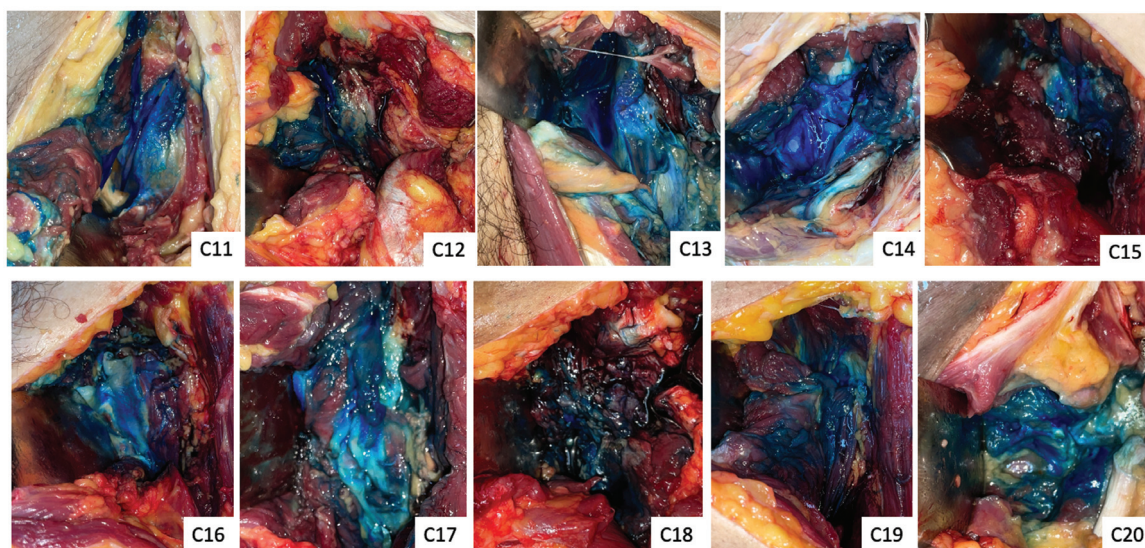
Quadril esquerdos do grupo submetido à técnica com ultrassonografia, com todas as cápsulas coradas. Abreviaturas: C11 a C20, cadáveres 11 a 20.
